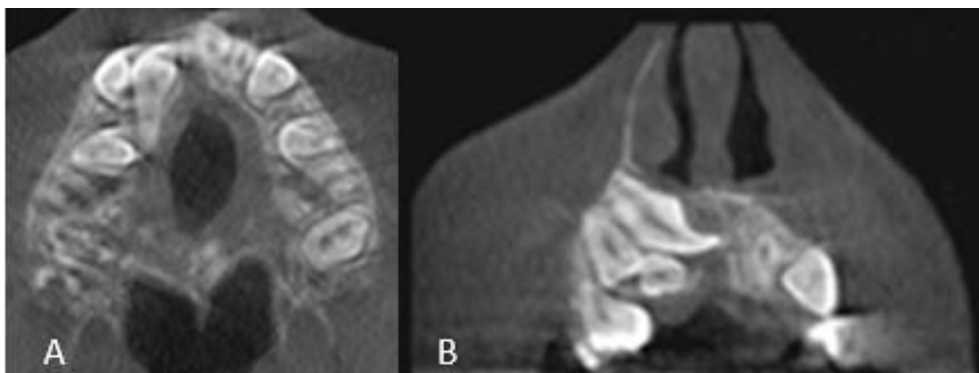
Tomografía computarizada (Cone Beam). A) Corte axial de maxilar superior. B) Corte coronal de maxilar superior. Fuente propia.
